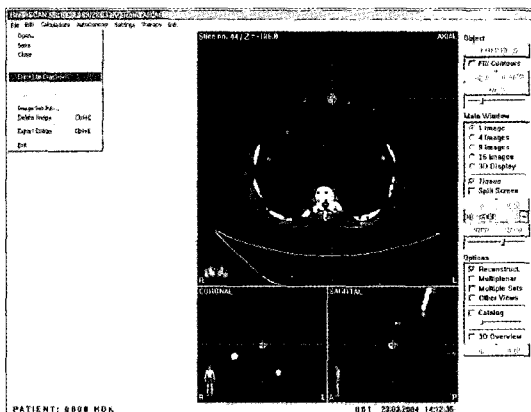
CT images export
